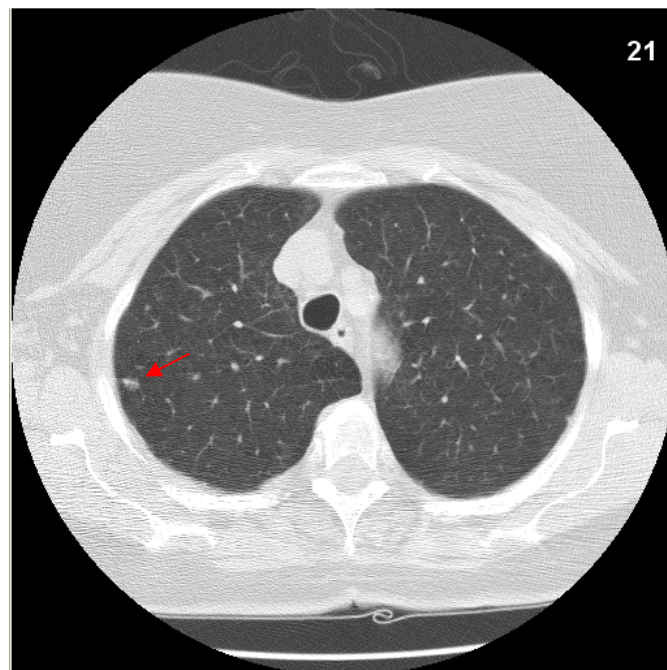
Seção de um exame de TC com seu único nódulo indicado pela seta em vermelho.
